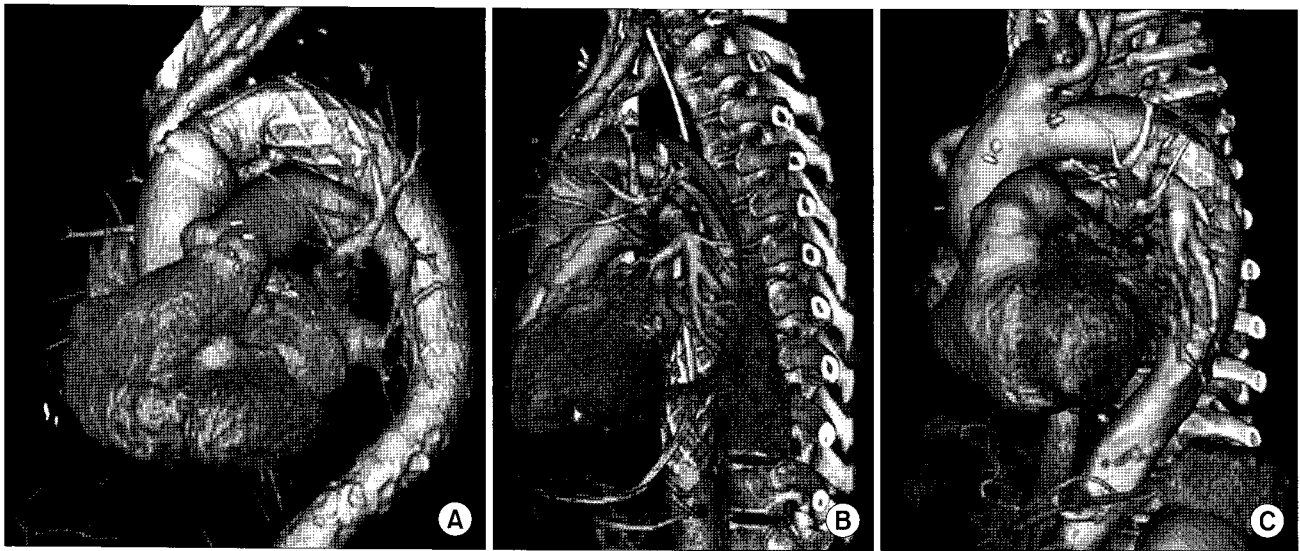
Three dimensionally rendered images of postoperative CT angiography in case 1 (A), case 2 (B) and case 3 (C).
